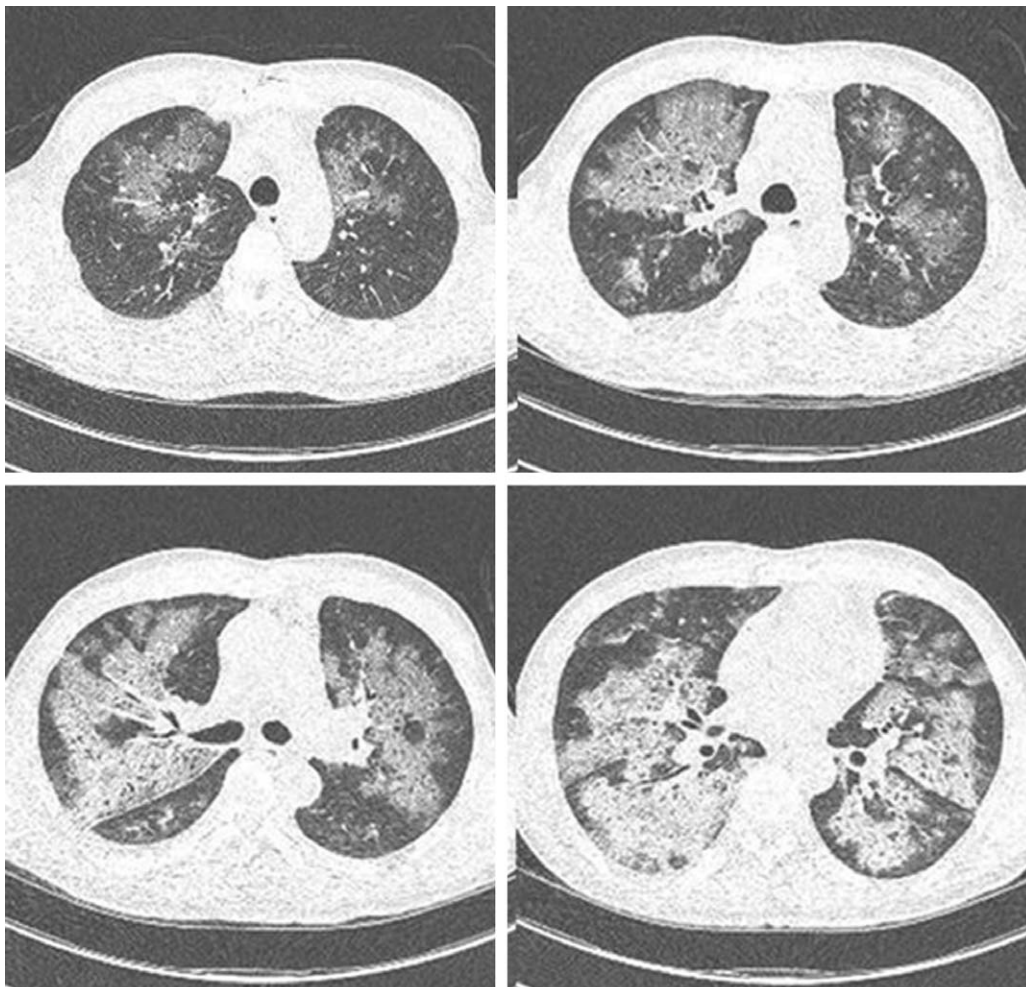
Chest computerized tomography on admission day. Chest computerized tomography showed diffuse consolidation and ground glass opacity in both lung field.
